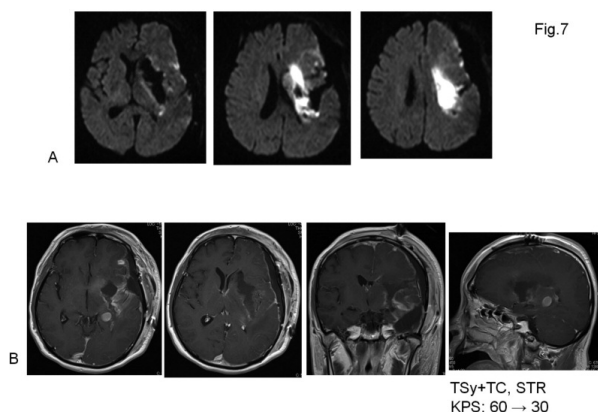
Postoperative DWI and Gd-MRI.
